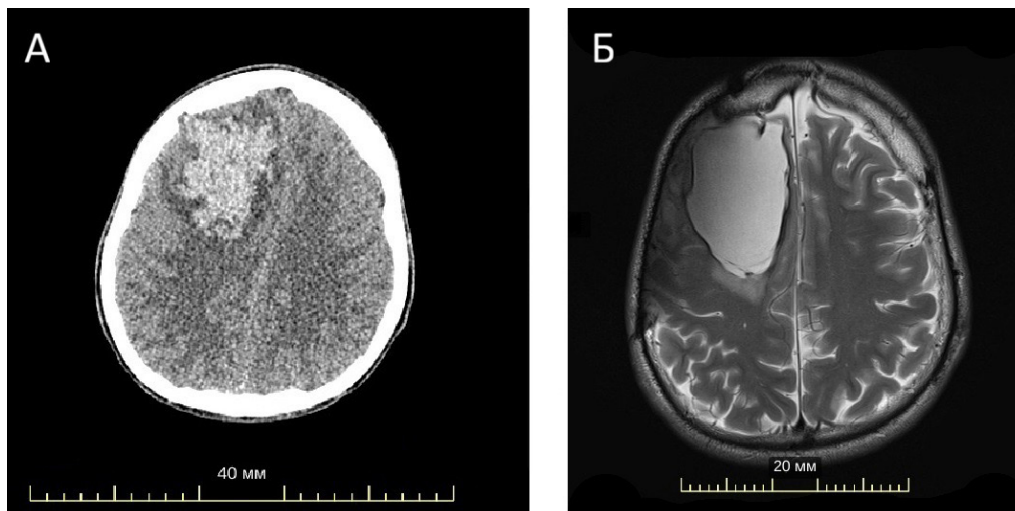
А. МСКТ головного мозга. На снимке визуализируется внутримозговая гематома размерами 42 x 56 x 54 мм с небольшой зоной отека по периферии, умеренной компрессией переднего рога правого бокового желудочка, смещением срединных структур влево преимущественно в передних отделах до 8–10 мм. Боковые желудочки асимметричны, не расширены, III и IV желудочки без особенностей. Б. МРТ головного мозга (Ax T2 TSE). Порэнцефалическая киста лобной и теменной долей правого полушария
